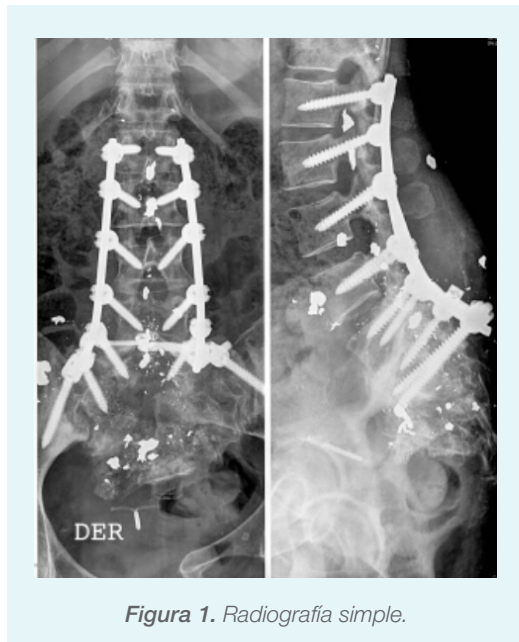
Radiografía simple.
